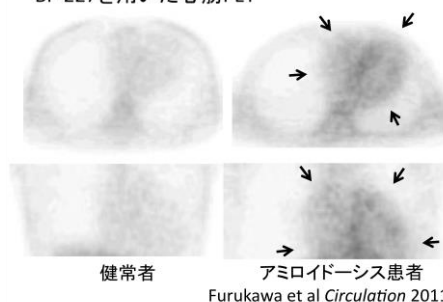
心筋アミロイドーシス(トランスサイレチン遺伝子変異保有)症例の心臓PET
